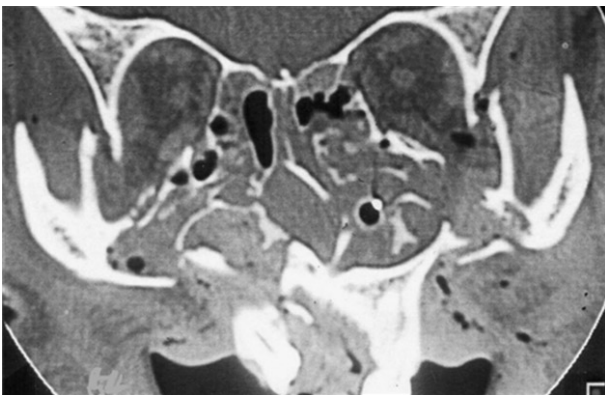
Initial facial computed tomogram.
